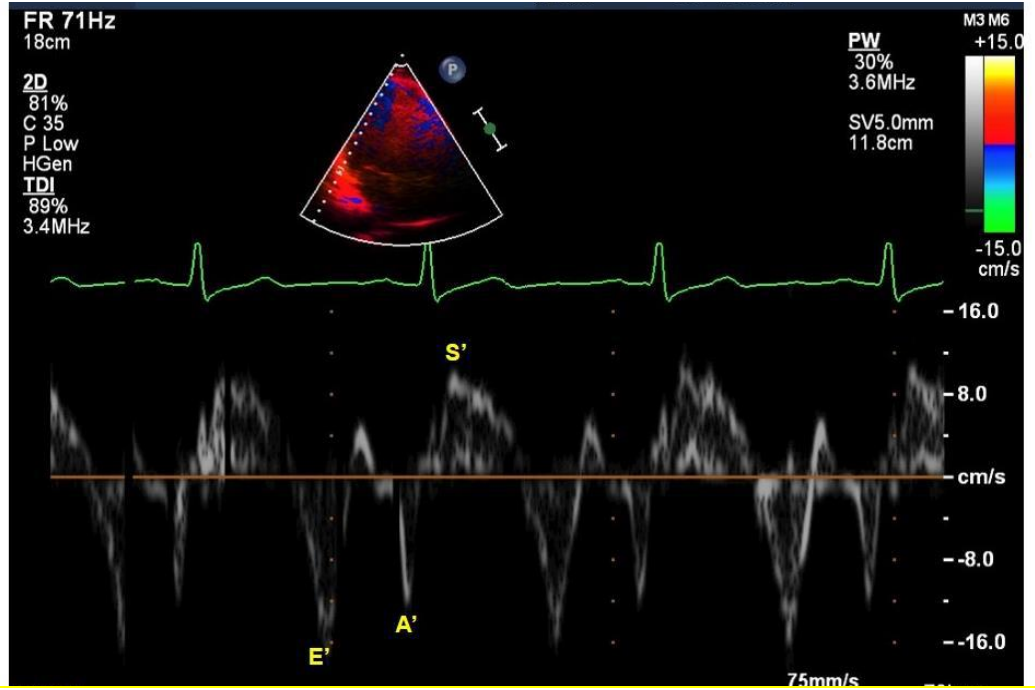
10: Doku Doppler ile RV-MPI hesaplanması
